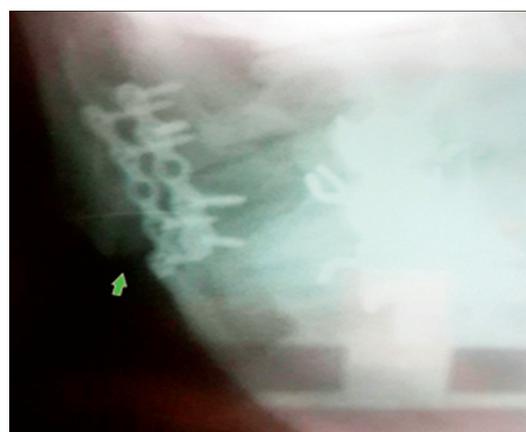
Рентгенограмма нижней челюсти, иллюстрирующая ротацию костных фрагментов по нижнему краю, при использовании двух мини-пластин, расположенных в непосредственной близости друг к другу.
